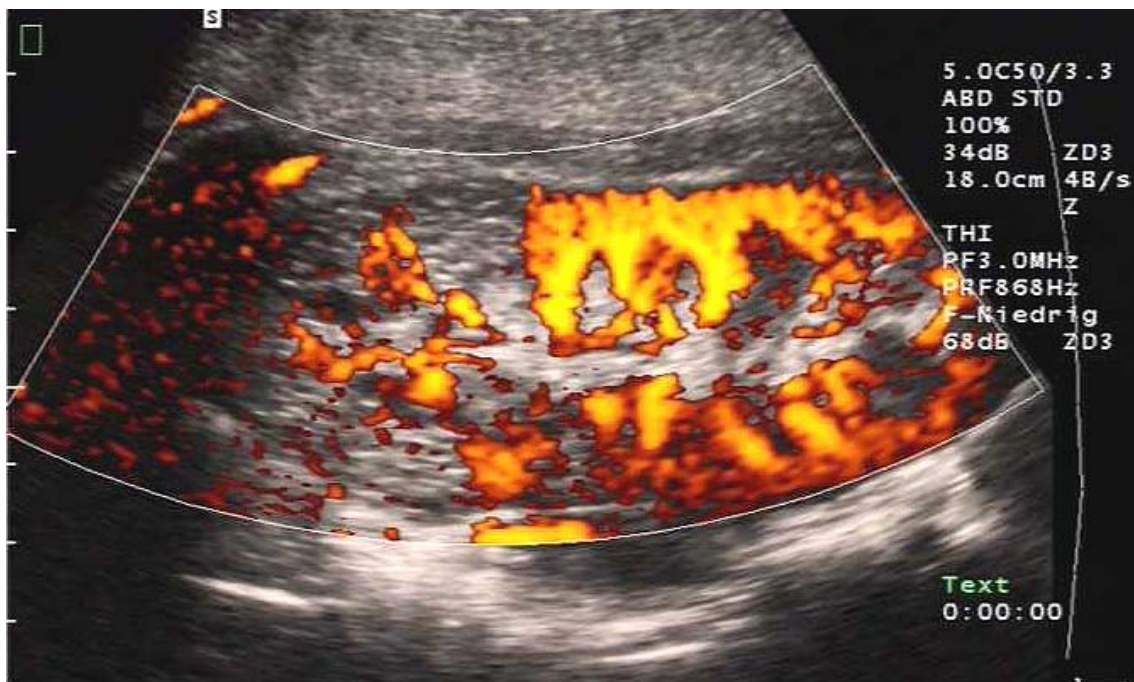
Dopplersonographische Darstellung der linken Niere desselben Patienten
